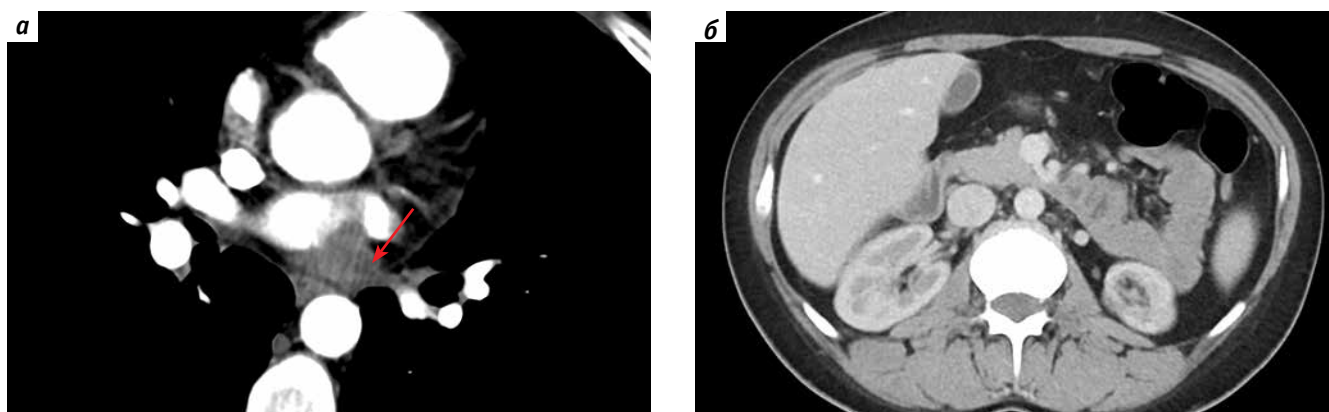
Компьютерная томография от 21.03.2024 (после 4 курсов, через 3 мес от начала терапии 2-й линии): а – аксиальный срез. Артериальная фаза. В полости левого предсердия размеры опухолевых масс уменьшились с 3,6 × 3,4 до 2,4 × 1,6 см (указано стрелкой); б – аксиальный срез. Венозная фаза. В области малого сальника лимфатические узлы перестали определяться
